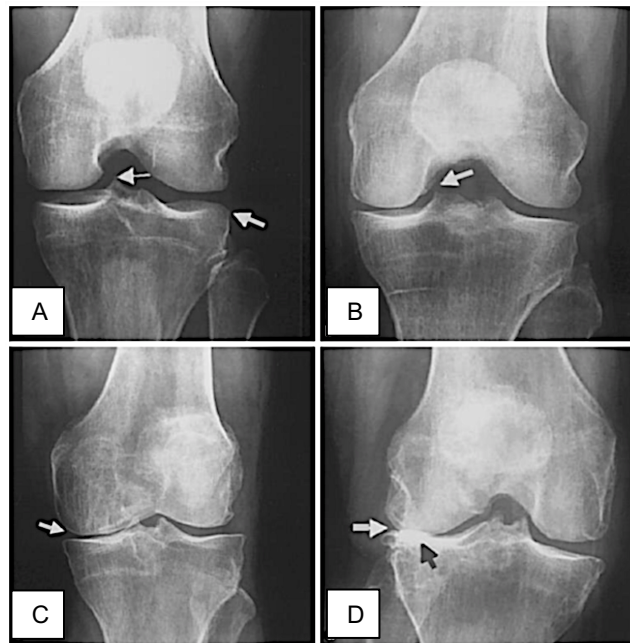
Röntgenologische Darstellung der Arthrosegrade
